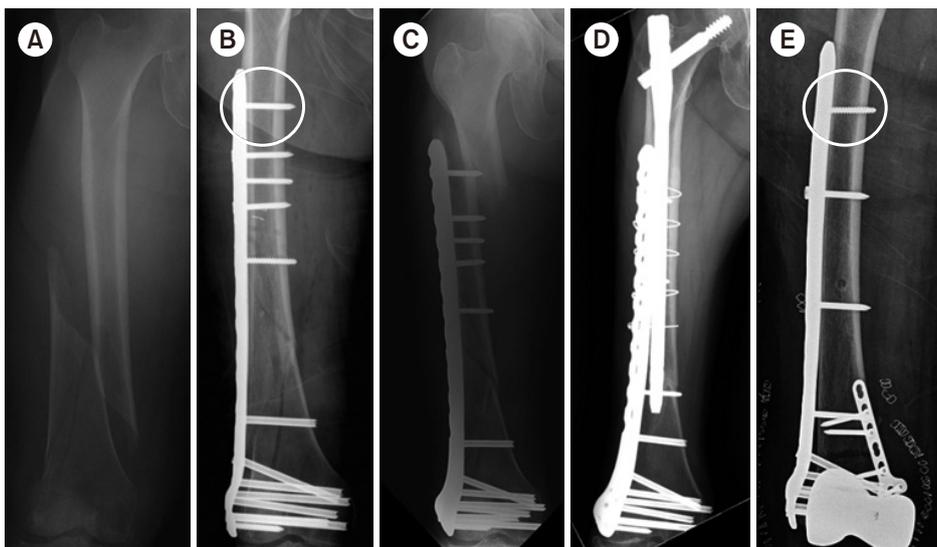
(A) Radiograph of a distal femur fracture of a 74-year-old female after a ground-level fall. (B) Postoperative radiograph after a closed reduction and minimally invasive locked plating. (C) Six-week postoperative radiograph showing a stress riser fracture around the outermost locking screw after slip-down injury. (D) Radiograph showing bony union two years after overlapping intramedullary nailing. (E) Postoperative radiograph showing locked plating using a conventional cortical screw instead of a locking screw as a proximal outermost screw to minimize the stress riser.
